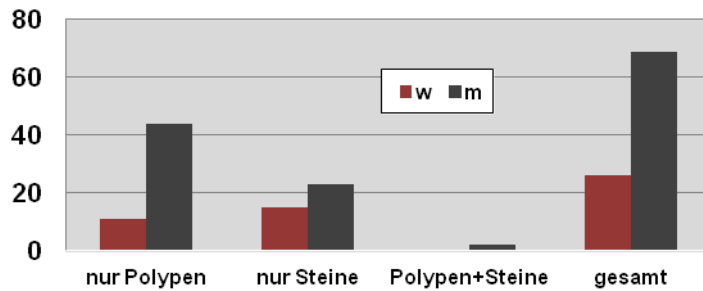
Gallenblasenbefunde in der geschlechtsspezifischen Aufteilung und ein Gallenblasenstein in der Sonographie (siehe Tabelle 12)
